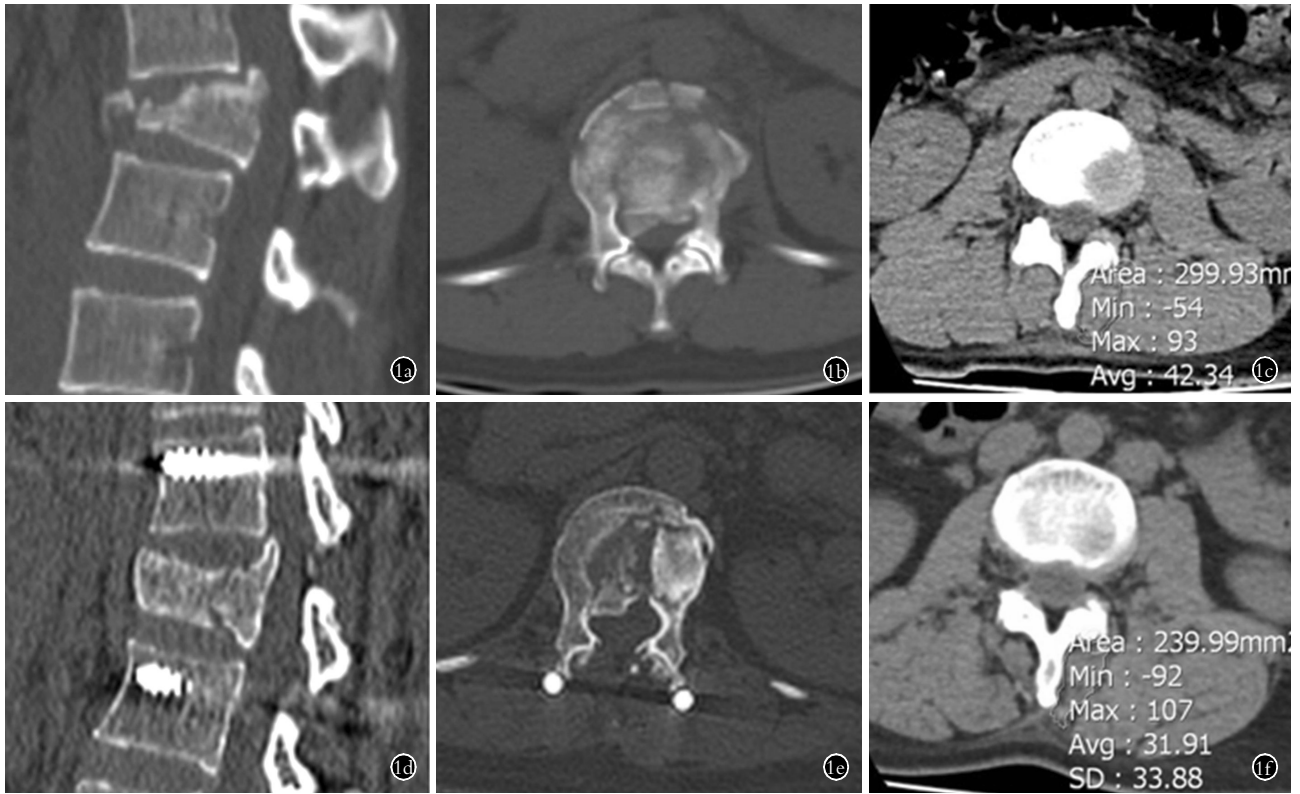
患者,女,38岁,L₁骨折, Frankel C 级。行腰椎后路减压复位内固定手术,右侧为减压侧,左侧肌间隙入路。Ⅱ期行侧前路自体髂骨椎体重建手术 1a. 术前 CT 矢状位重建 1b. 术前伤椎横断面 CT 1c. 术前多裂肌测量 1d. 术后 1 年 CT 矢状位重建 1e. 术后 1 年伤椎横断面 CT 1f. 术后 1 年同一平面多裂肌测量,右侧多裂肌萎缩明显
